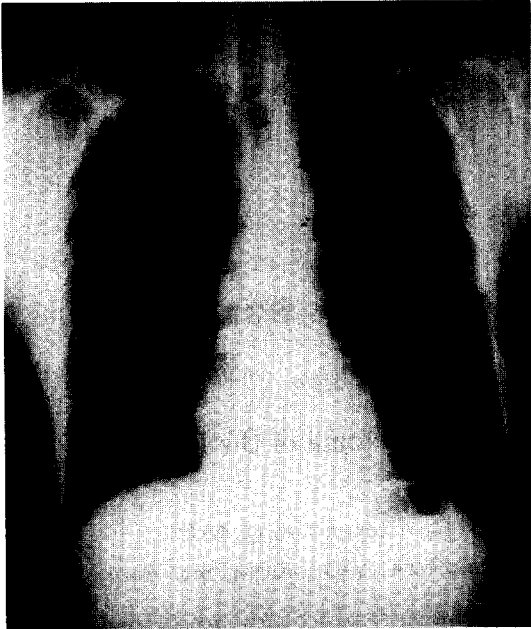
Chest X-ray shows a nodular increased density in RUL(about 2×2 cm).
